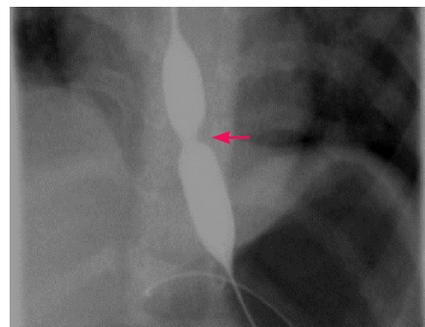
透视下球囊扩张时食管狭窄段的X线表现透视下球囊扩张食管下段可见局限性压迹(箭头所示)。
